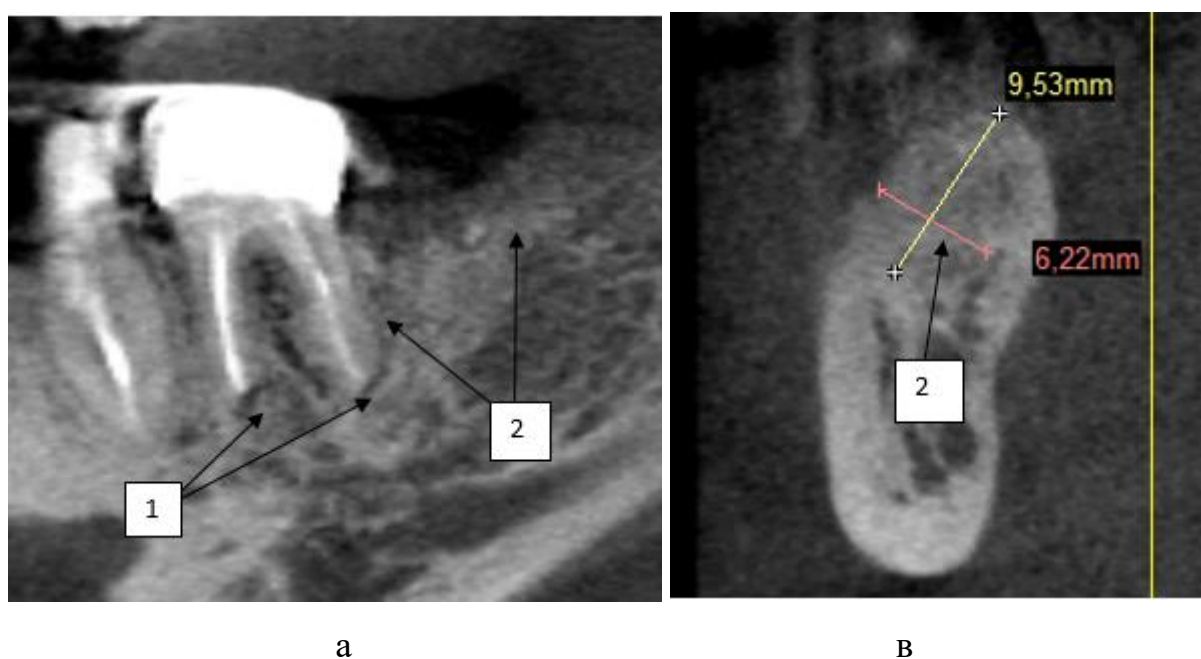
Хворий С. 42 роки. Дані комп'ютерної томографії (а-панорамна розгортка, в-трансверзальна реконструкція). Стан після проведеної резекції верхівок коренів із наступною кістковою пластикою (1-ділянка резекції верхівок коренів 36 зуба та зона кісткової пластики періапікального дефекту, 2-ділянка кісткової пластики коміркової частини нижньої щелепи в зоні відсутнього 37 зуба).
